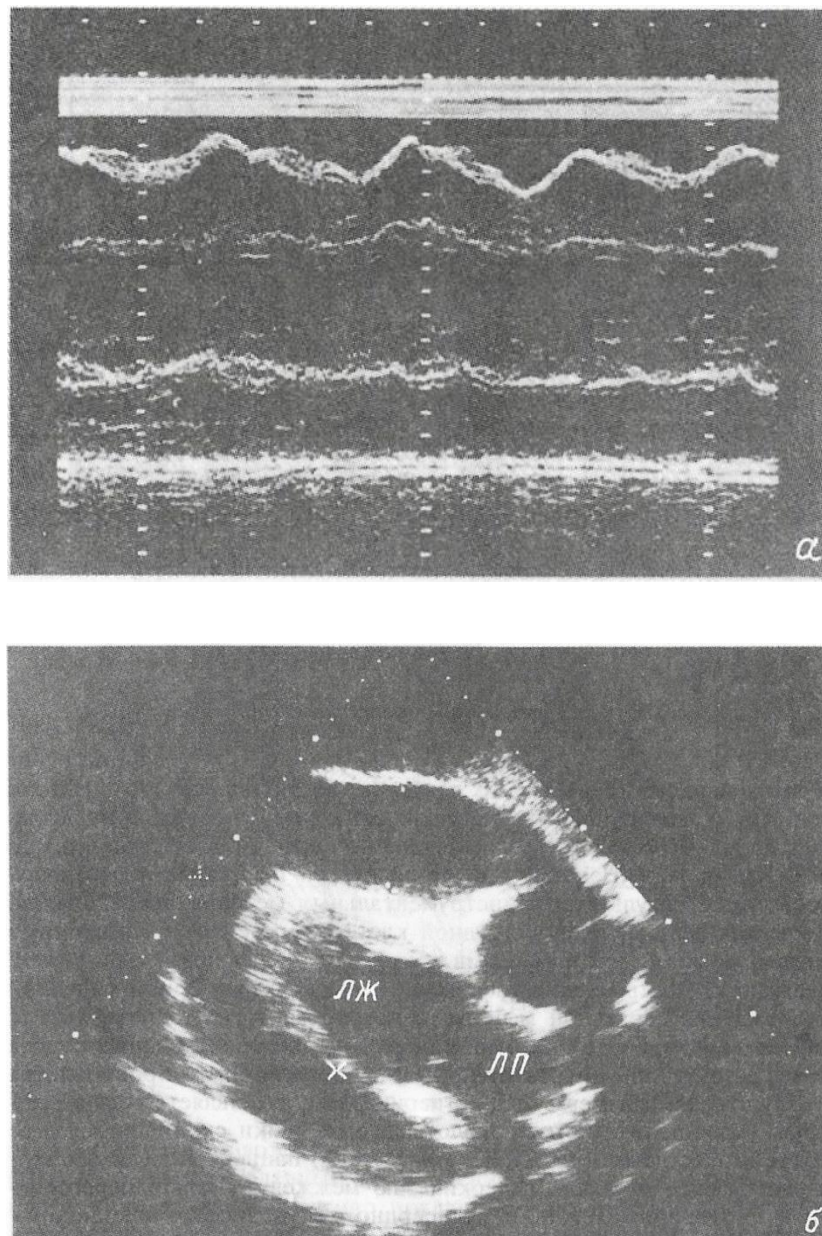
Эхокардиограммы больных с посттравматическим перикардальным выпотом. Объяснение в тексте.
